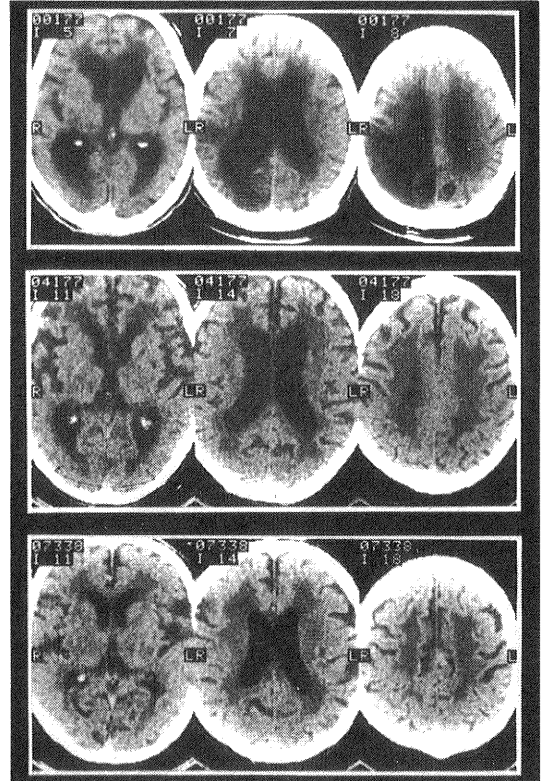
歩行失行を呈した3症例のCT像 (上段から,重症,中等症,軽症)
